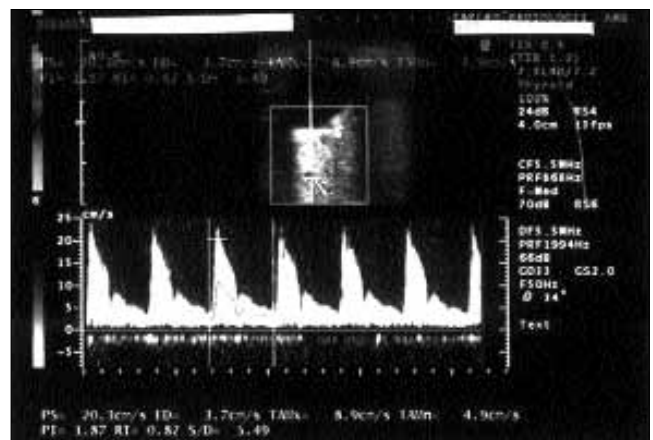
Spektrum przepływu krwi w tętnicy środkowej siatkówki oka prawego w badaniu USG-CD. Widoczne obniżenie prędkości przepływu w fazie skurczu i rozkurczu (1,5 roku po wystąpieniu krwotoku).
